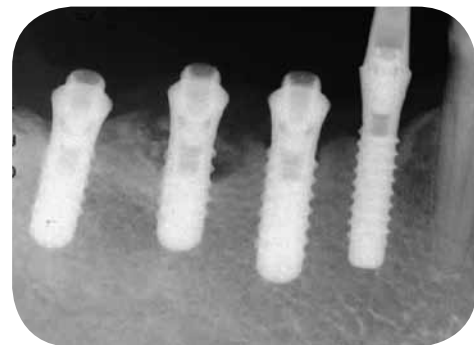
765 手術直後のX線写真で骨欠損部に移植したbone-chipが認められる
